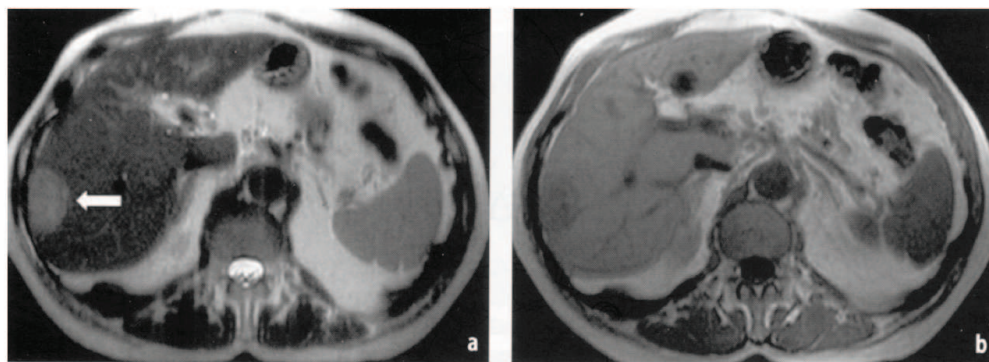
Image IRM du foie : a) relaxation longitudinale T1 et b) relaxation transversale T2. Notons la présence d'une lésion (carcinome hépatocellulaire) qui apparaît hyperintense (flèche) sur l'image T1 et légèrement hypointense sur l'image T2. Images issues de [Mescam, 2008].
